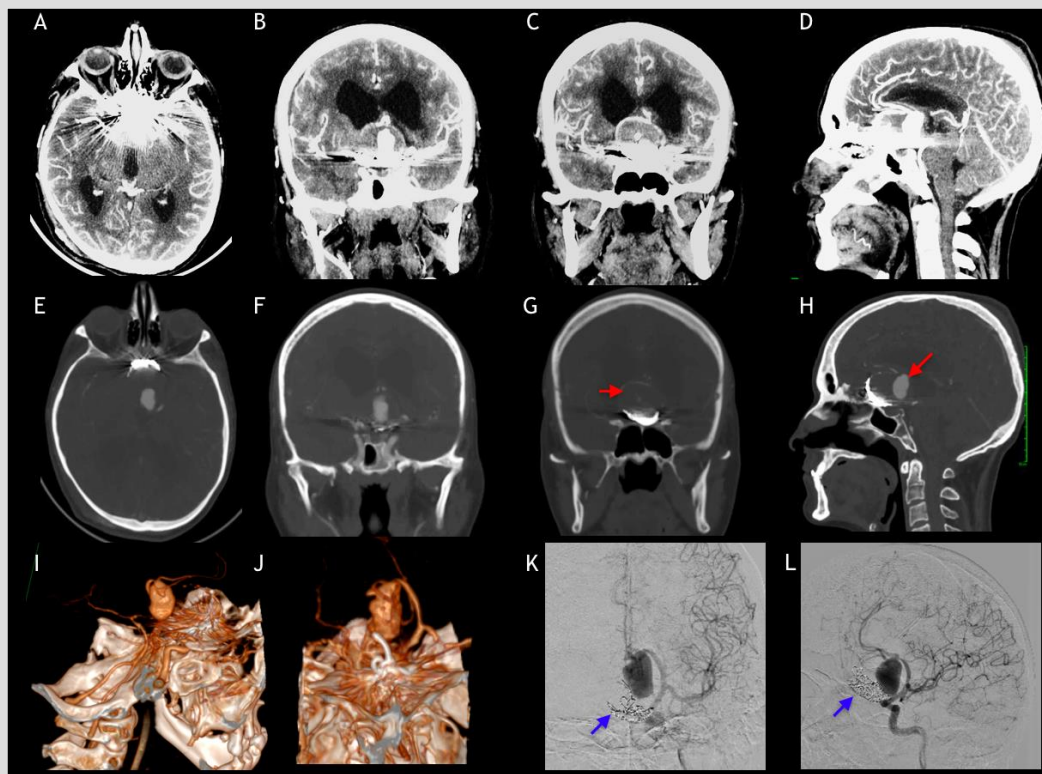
Aneurisma recanalizado. A-D Muestra CTA con técnica tradicional donde el artefacto metálico no permite apreciar la real dimensión de la recanalización, en B y C se identifica parte de la pared del aneurisma de arteria Comunicante Anterior parcialmente trombosado. E-H CTAMaR donde se reduce completamente el artefacto metálico, exhibiendo detalladamente la pared activa del aneurisma (flecha en G) y el real saco aneurismático (flecha en H). I-J Reconstrucción 3D de la CTARaM, deja ver el aneurisma recanalizado y su relación con la base del craneo y las arterias Cerebrales Anteriores. K-L DSA donde se aprecia en el aneurisma residual llenando por la arteria Cerebral Anterior izquierda y su relación con los coils compactados (flecha en K y L) en el fondo de la pared trombosada del aneurisma gigante en imagen de frente K y oblicua izquierda L.
